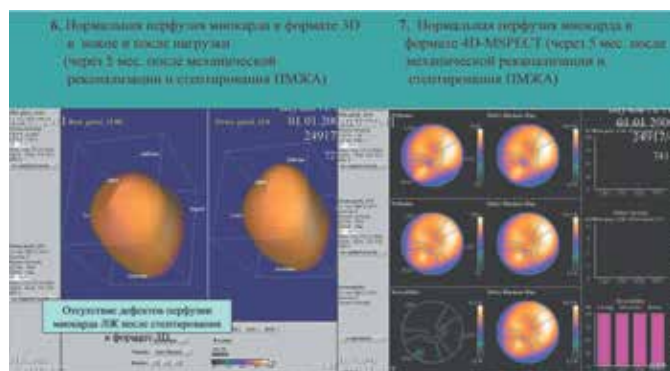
Нормализация перфузии миокарда через 5 мес. у Ш-ва А.А. после стентирования ПМЖА
